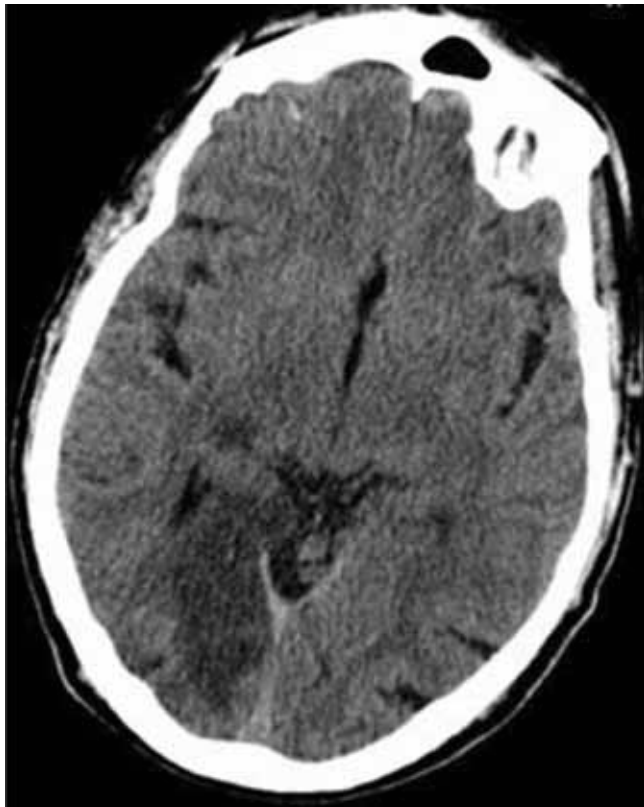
TC-CE de controlo às 48h: enfarte isquémico occipital medial e tálamo-capsular à direita.
